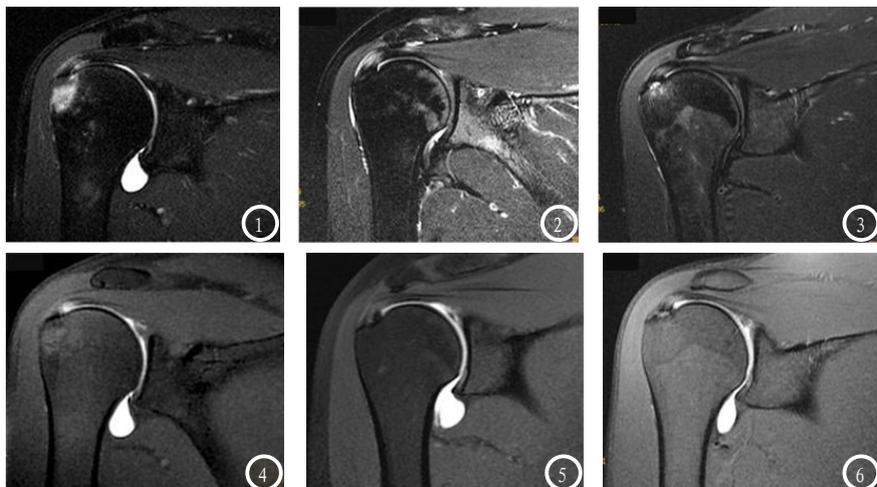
肩袖部分撕裂，常规MRI斜冠状面PDWI。图1 肩袖内层(关节面侧)撕裂，示肩袖关节面侧的局限性高信号影；图2 肩袖外层(滑囊面侧)撕裂，示肩袖滑囊面的局限性高信号影；图3 肩袖中间层(肌腱内)撕裂，示肌腱内的局限性高信号影。图4-5 肩袖部分撕裂，MRA斜冠状面TIWI压脂像。图4与图1为同一病例(部位)，示肱骨解剖颈部的关节囊形态不规则，有溃疡样改变，对比剂进入肩袖肌腱，而肩峰下和三角肌下滑囊内无对比剂；图5与图2为同一病例(部位)、图6与图3为同一病例(部位)，均未见对比剂进入肩袖肌腱内。
